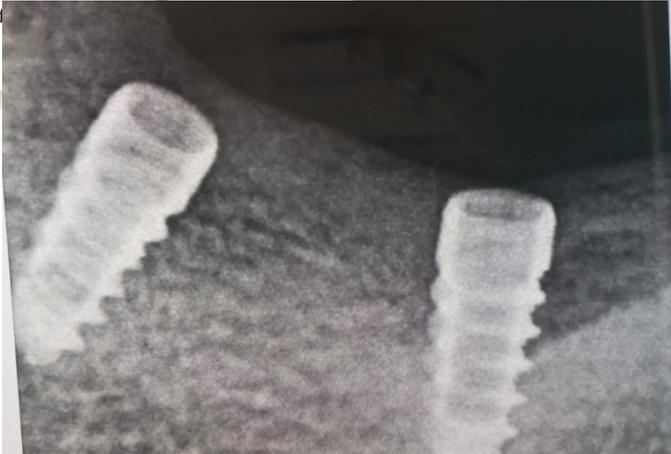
Radiografia periapical, mostrando cilindros de implante dentro de normalidade. Foi então avaliados os pilares dos implantes. Evidenciou-se pilares desgastados e trincados, e a paciente relatou, que o CD que havia instalado, fez ajustes com broca diamantada montada em caneta de alta rotação para encaixar as coroas, visto que os cilindros estavam convergentes. (Figura 5).
